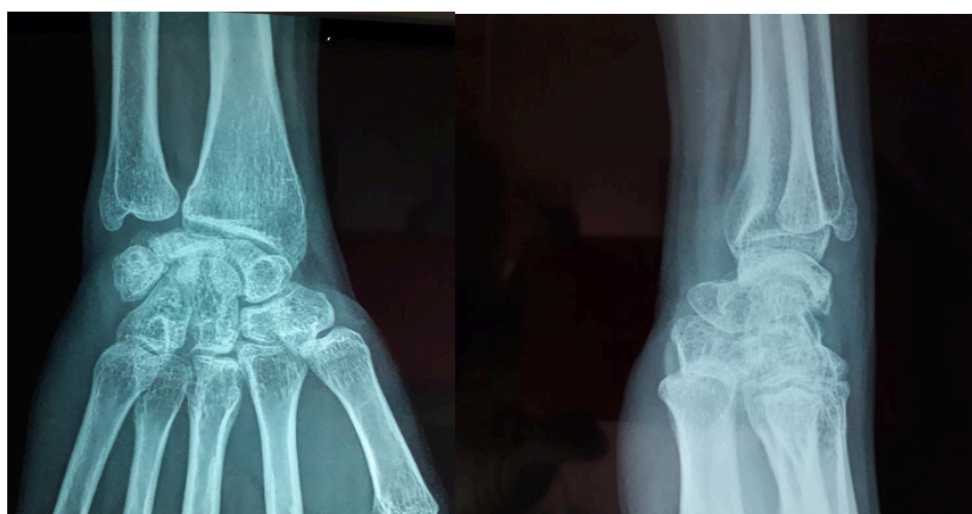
Clichés radiographiques de face et de profil montrant un lunatum dense et aplati correspondant à une nécrose [Photo Service Orthopédie CHU A. Le Dantec]
